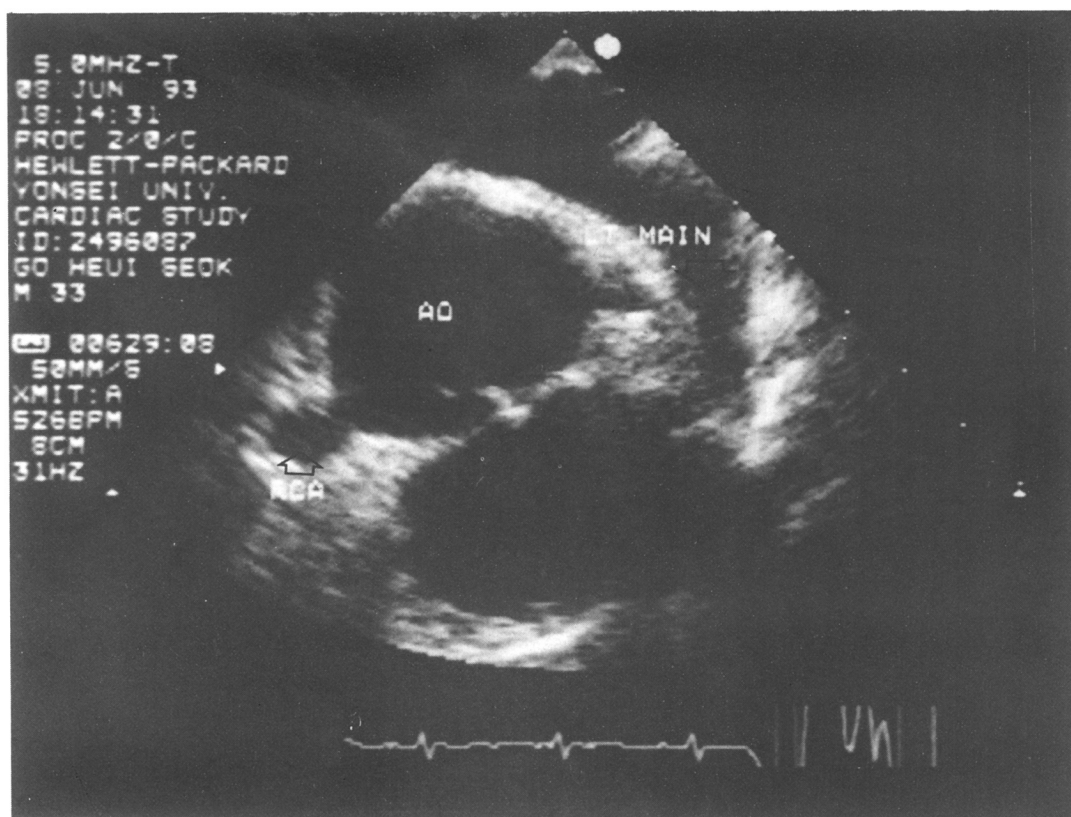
Transesophageal echocardiography showed aneurysmal dilatation in the right coronary artery(7.2mm small open arrow) and left main coronary artery(5.7mm large open arrow).
